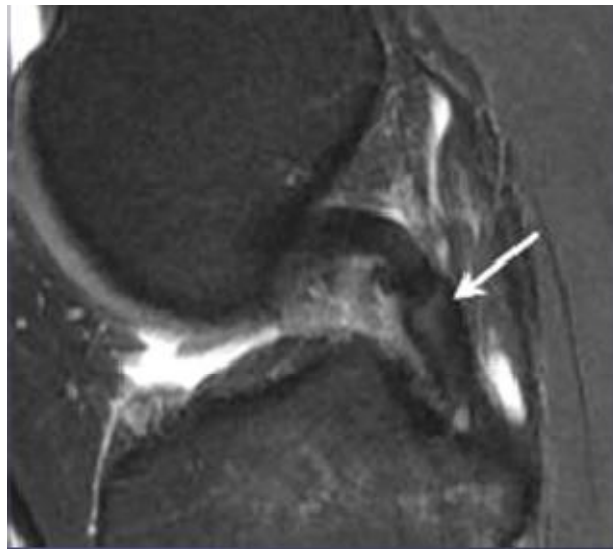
Aspect de rupture interstitielle du LCP sur l'IRM [13]
